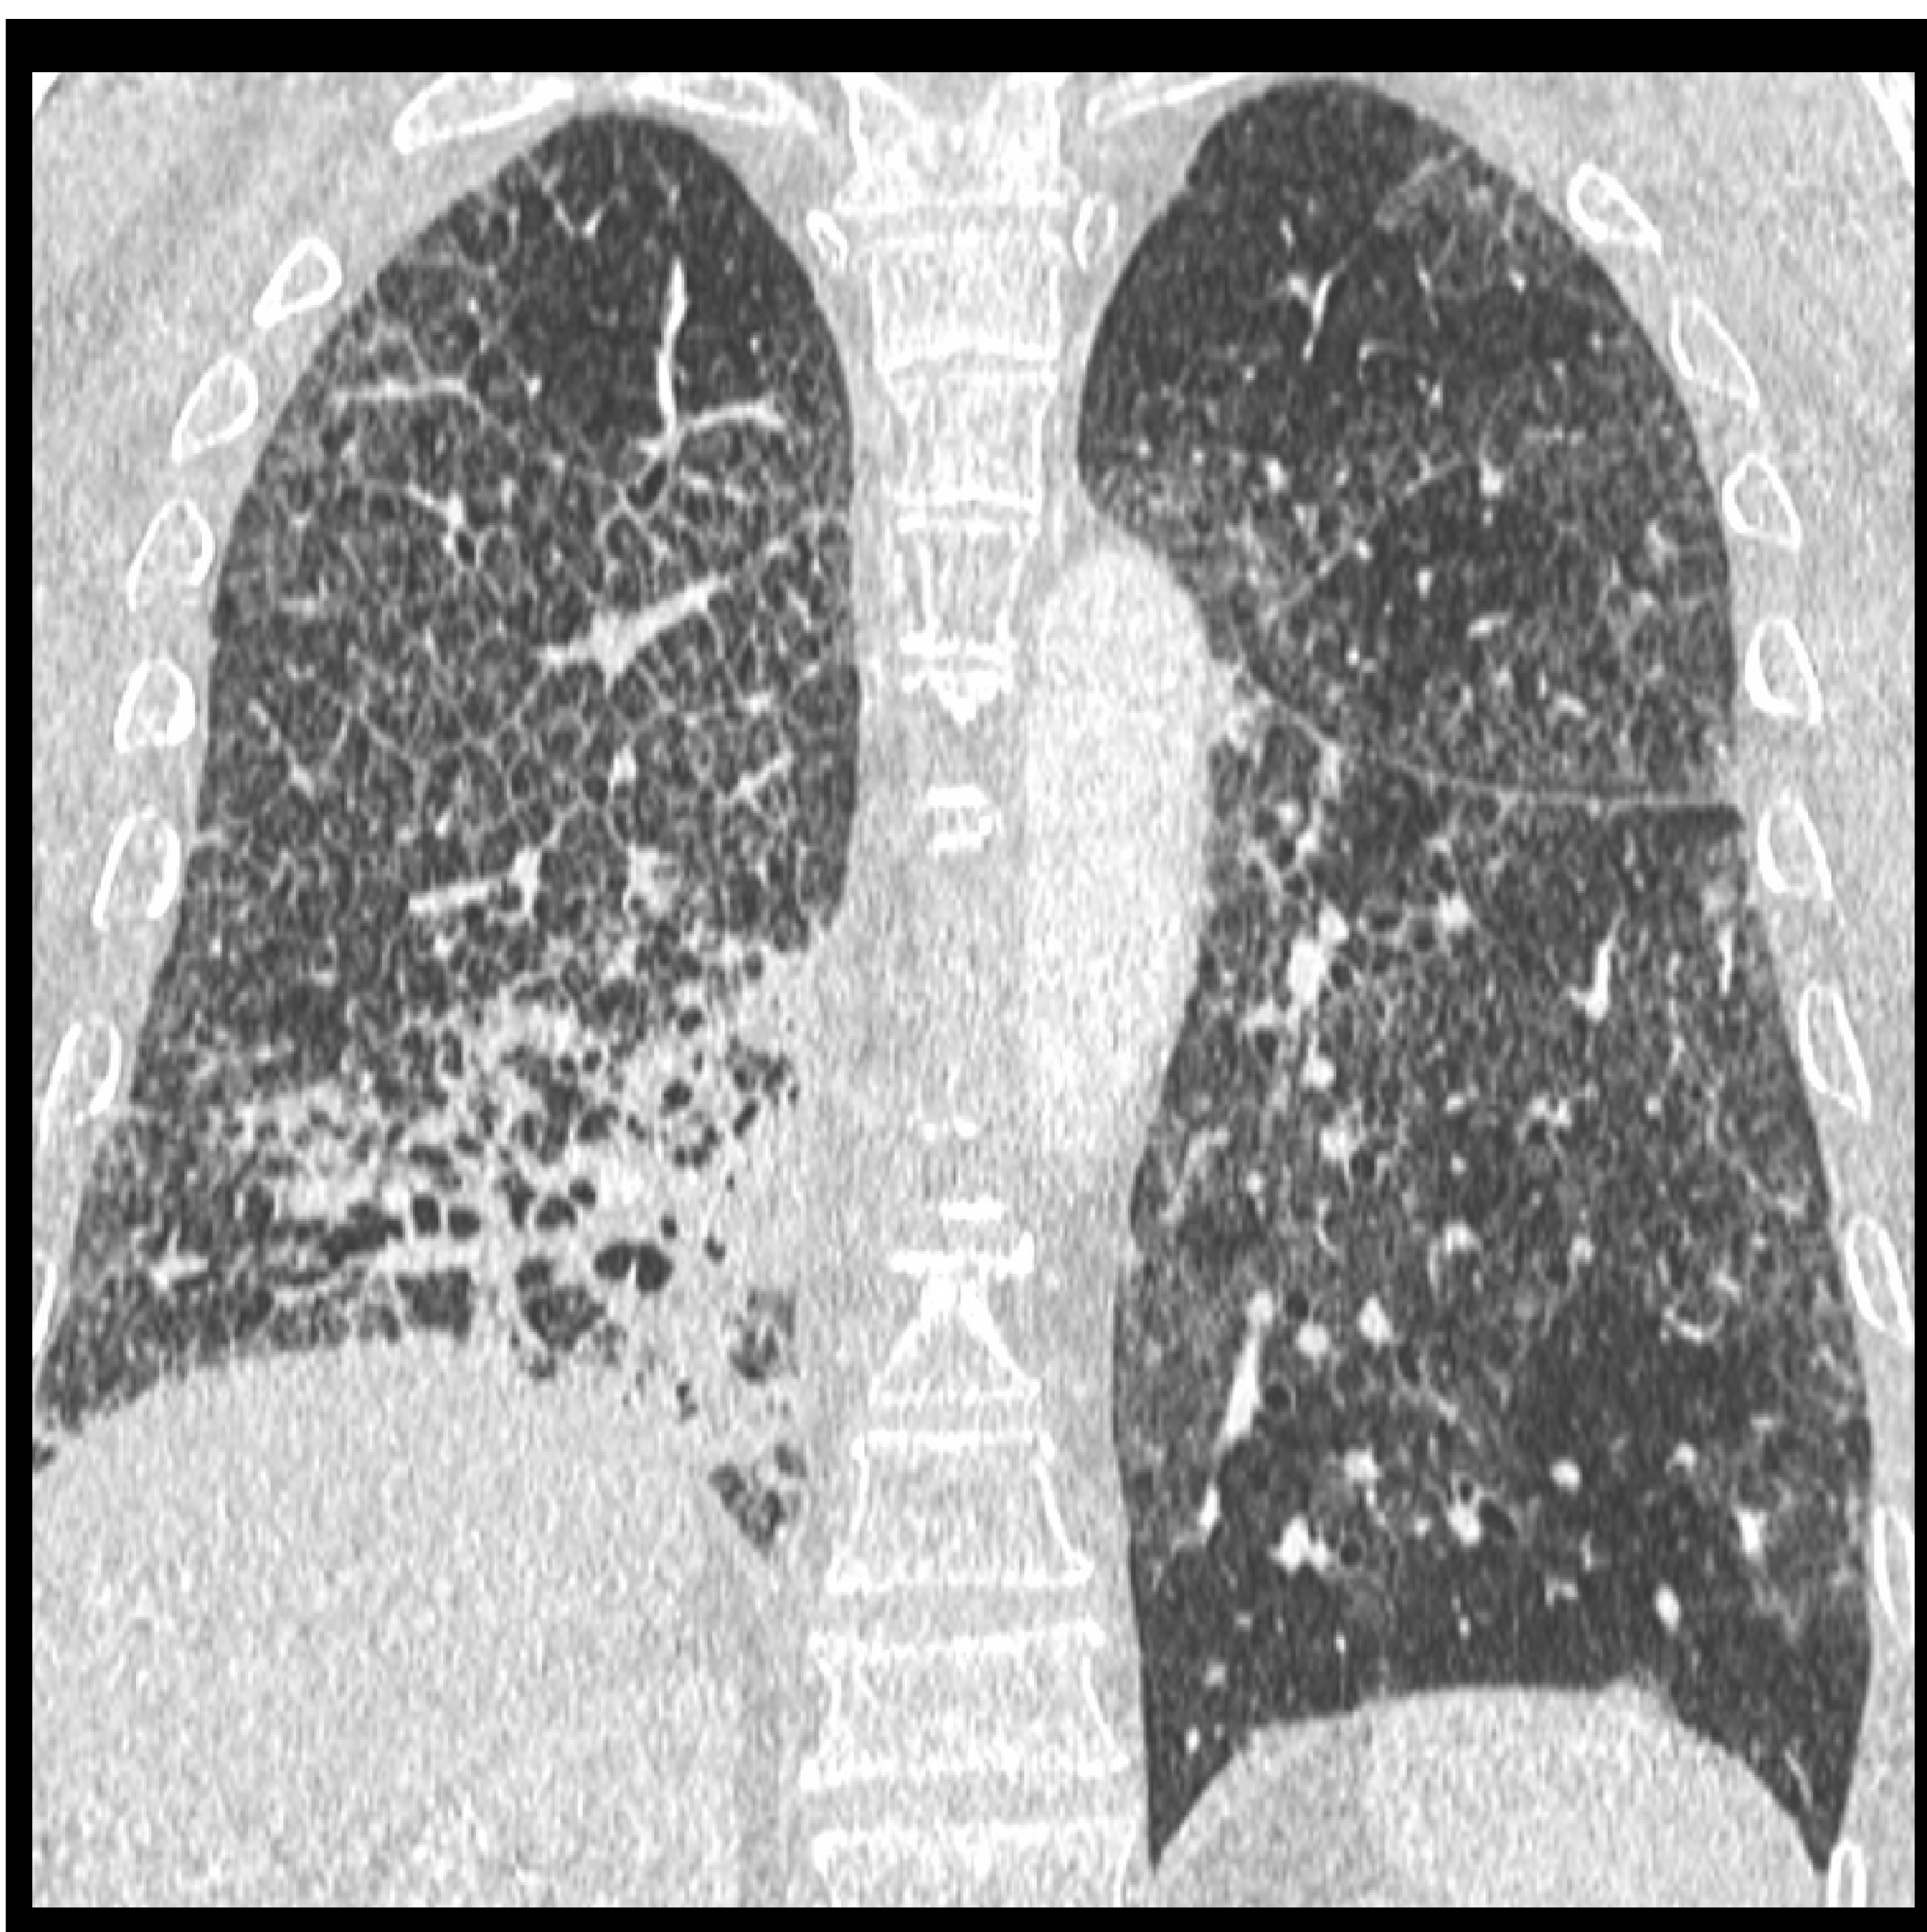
Corte coronal de TC de tórax del mismo paciente de la figura 19 con antecedente de adenocarcinoma de pulmón, que fue tratado con quimioterapia y radioterapia. Se observa secuela de la radioterapia en LID y se evidencia un patrón en empedrado bilateral y parcheado, que se confirmó infección por *Pneumocystis jirovecii*.
